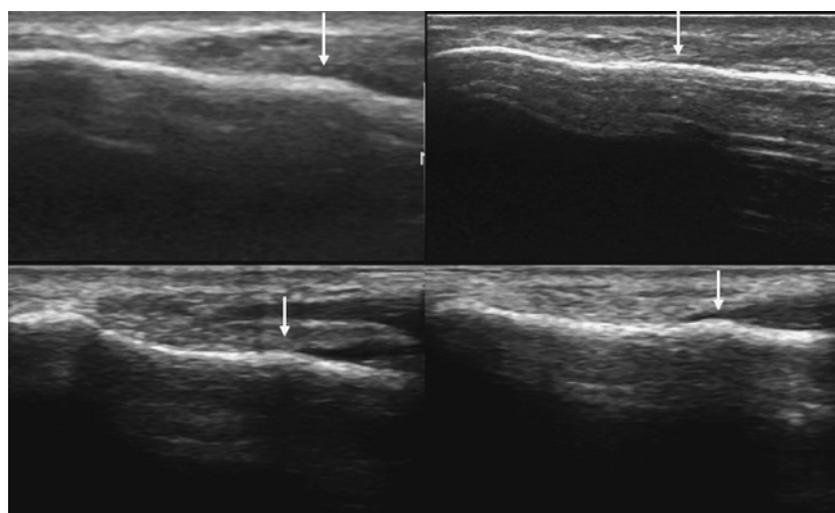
Jones骨折手術の既往のある選手の超音波画像（ベースライン時）
